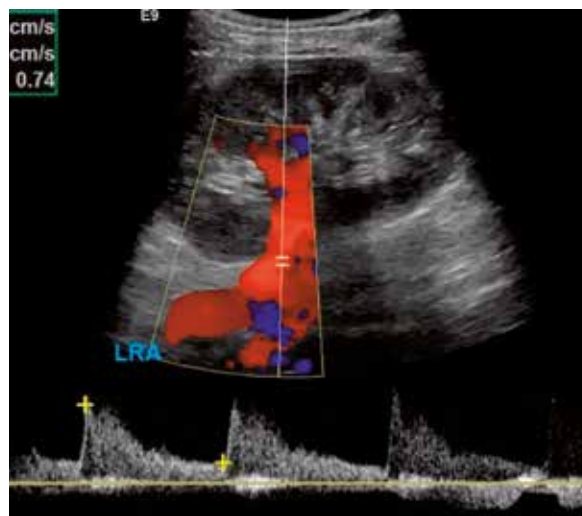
Evaluación de Doppler color y espectral de la arteria renal izquierda donde se visualiza una VPS de 118,4 cm/s y una velocidad diastólica final (ED) de 31,3 cm/s, con índice de resistencia (IR) 0,74.
